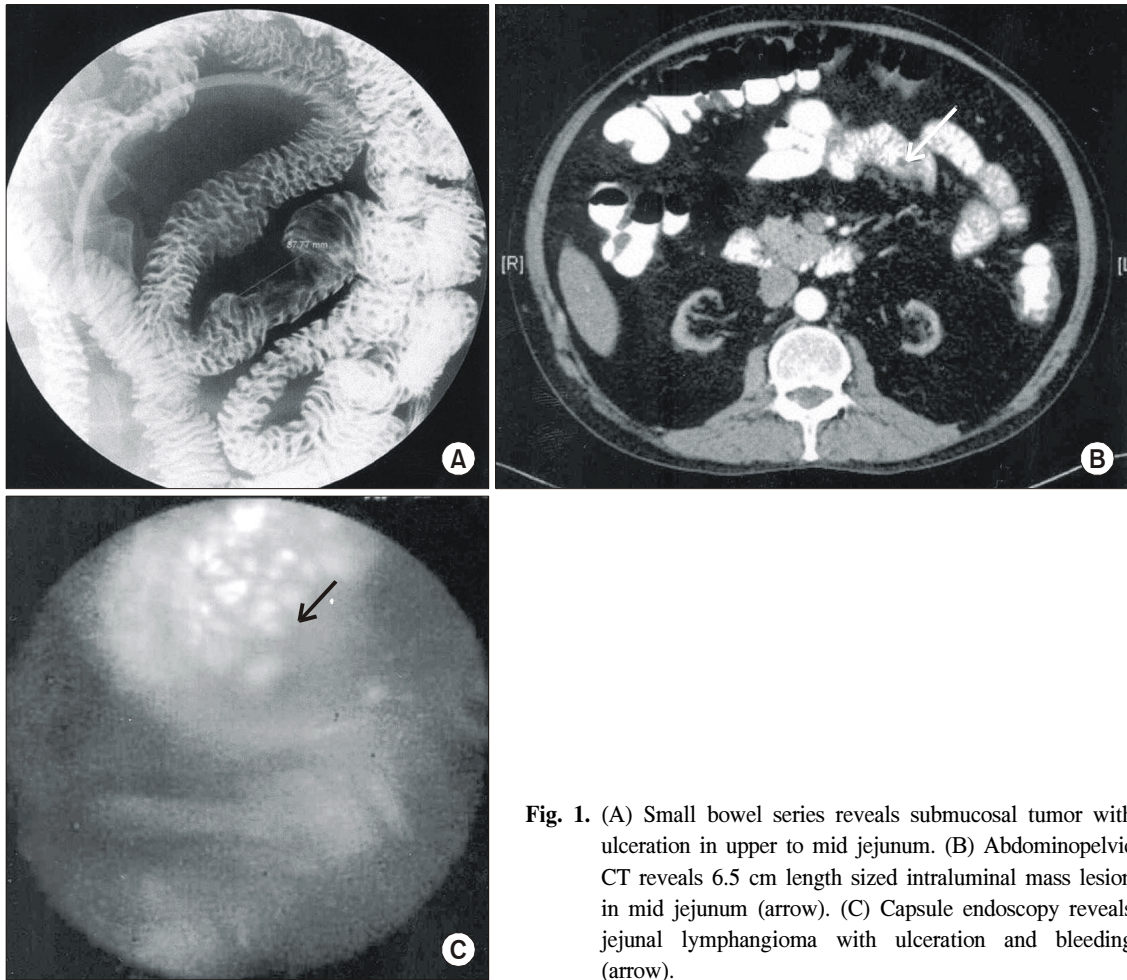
(A) Small bowel series reveals submucosal tumor with ulceration in upper to mid jejunum. (B) Abdominopelvic CT reveals 6.5 cm length sized intraluminal mass lesion in mid jejunum (arrow). (C) Capsule endoscopy reveals jejunal lymphangioma with ulceration and bleeding (arrow).
